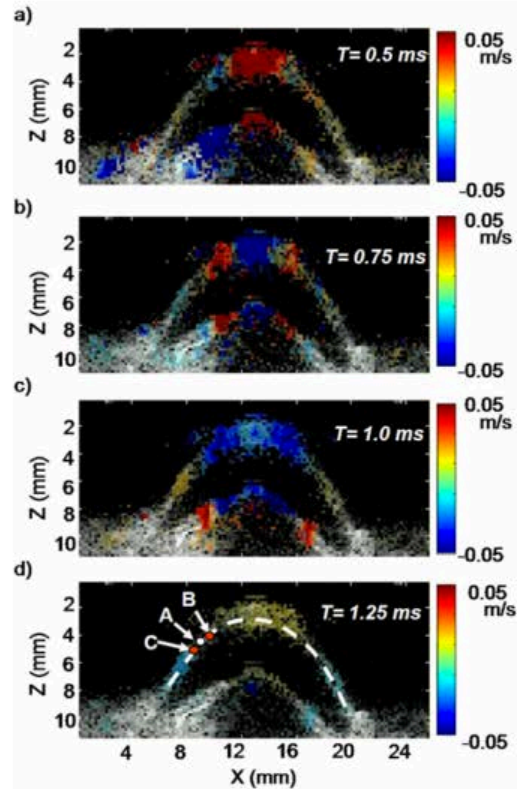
Images of local corneal tissue relative displacements between successive echographic images (i.e. particle velocity) at different time steps just after the ultrasonic radiation force generated at the center of the cornea. These color relative displacements images depict the shear wave propagation in the cornea and are superimposed on the echographic gray scale image. The resolution of the displacement map is  $150 \mu\text{m}$ .
